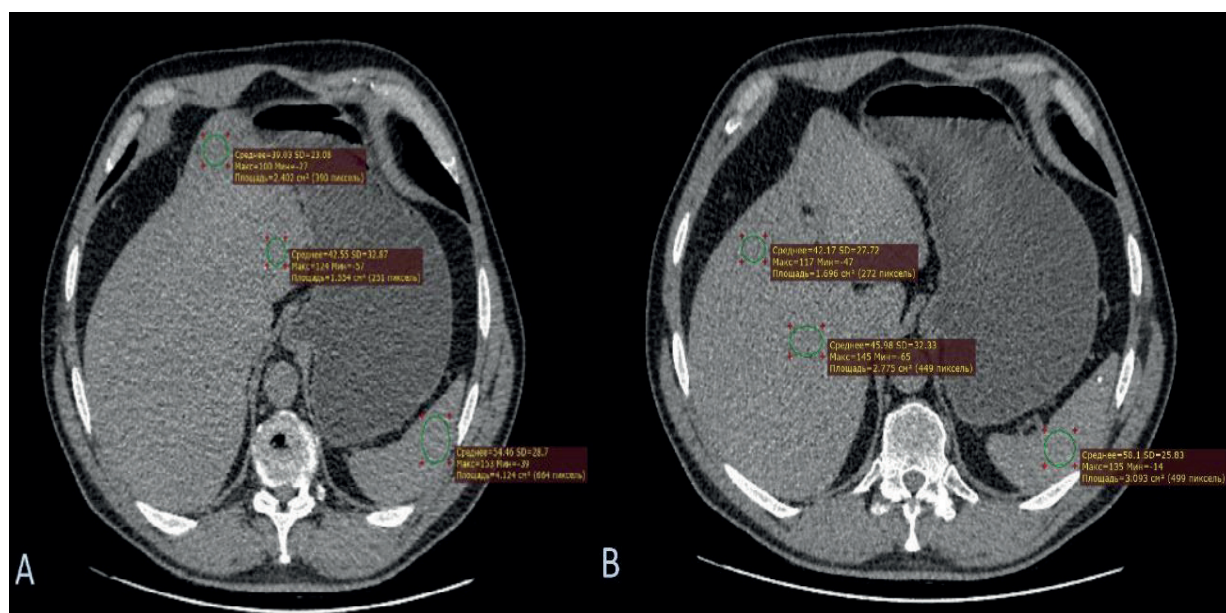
По данным компьютерной томографии отмечается диффузное снижение плотности печени, рис. А плотность варьировалась от 39 до 42 HU; рис. В – от 42 до 46 HU. Разница между плотностью печени и селезенки на рис. А составила 15 HU, на рис. В – 16 HU
